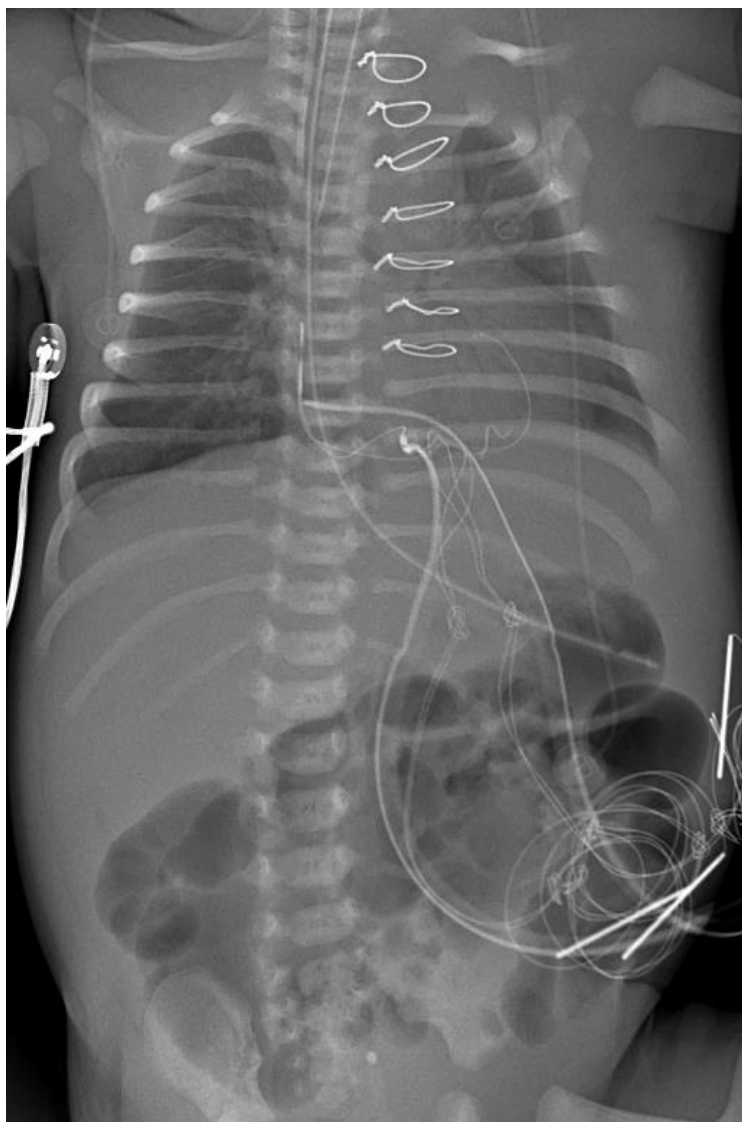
Тот же пациент С. (И/б №4210/А21) в послеоперационном периоде на 2 сутки. Исследование выполнено при помощи мобильного микрофокусного рентгеновского комплекса. Определяются перибронхиальные изменения, которые возможно интерпретировать как инфекционный компонент. Снимок выполнен с поворотом влево. В остальном, серкляж грудины, положение ЦВК, электродов и желудочного зонда без особенностей
